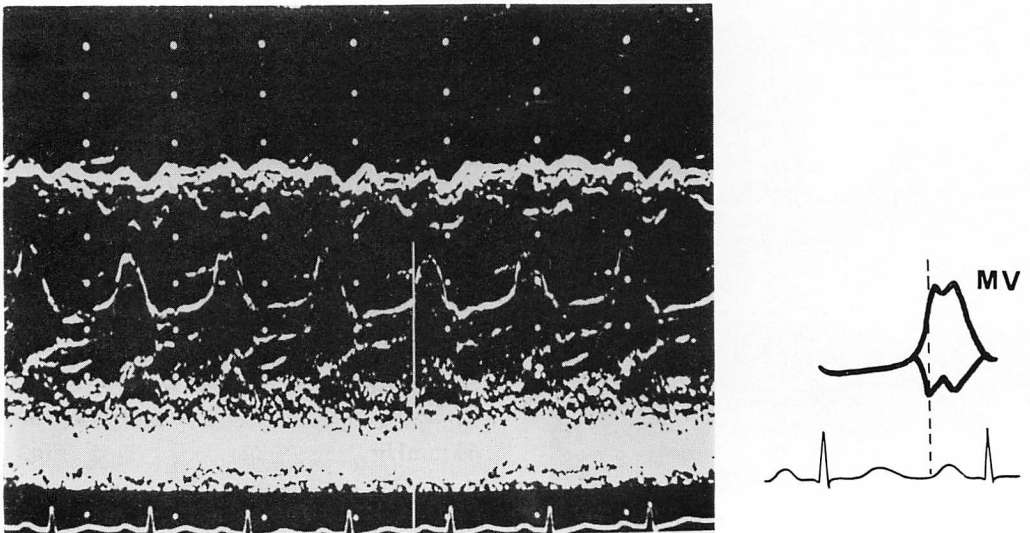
Echocardiogram in Case 1 showing M wave of the mitral valve and right ventricular dilatation.
